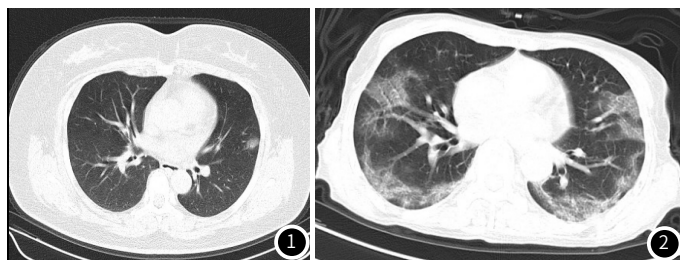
女性, 43岁, 有武汉人员密切接触史, 肺CT显示左肺下叶斑片状磨玻璃影, 边界不清, 病灶中央密度略高, 呈“晕”征改变。图2 女性, 70岁, 有疫区接触史, COVID-19核酸检测阳性, CT显示双肺胸膜下片状密度增高影伴有小叶间隔增厚(铺路石征)。
